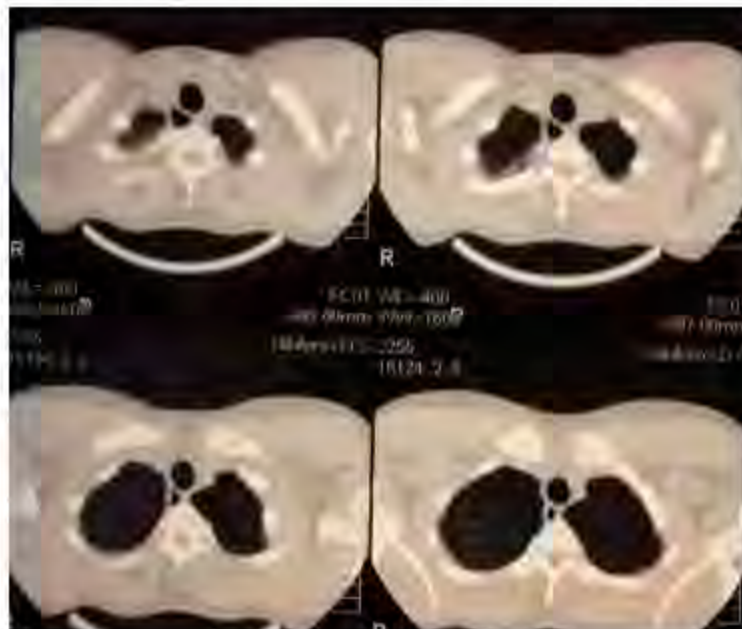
КТ органов грудной клетки пациента Н. через 17 лет после оперативного лечения послеоперационные фиброзные изменения в проекции верхней доли правого легкого
